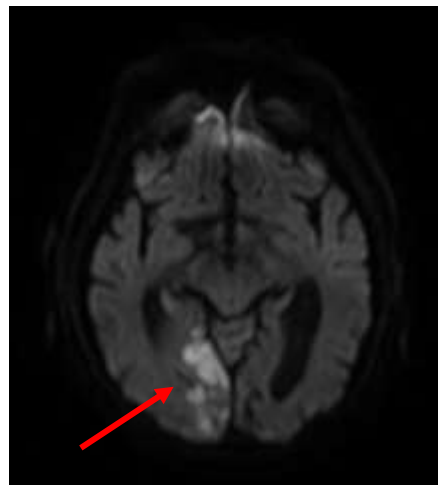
Séquence de diffusion DWI permettant de mettre en évidence un infarctus cérébral. Cette séquence permet de révéler en hypersignal (flèche rouge) une lésion ischémique récente, correspondant une altération tissulaire. En effet l'arrêt de la perfusion sanguine provoque localement la formation d'un œdème cytotoxique, bridant la diffusion de l'eau. Source : cohorte STROKDEM, Pr Régis Bordet. Vue radiologique.
